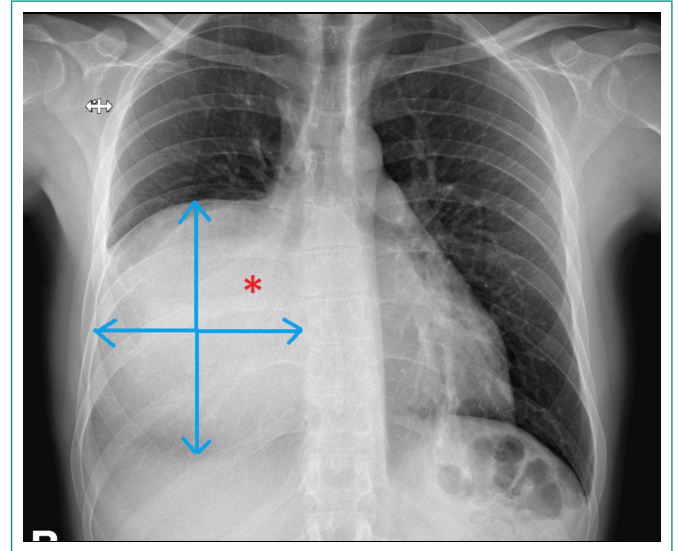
Radiografía de tórax. Las flechas azules delimitan masa de gran tamaño localizada en hemitórax derecho. El asterisco en rojo muestra zona de atelectasia del LID.
